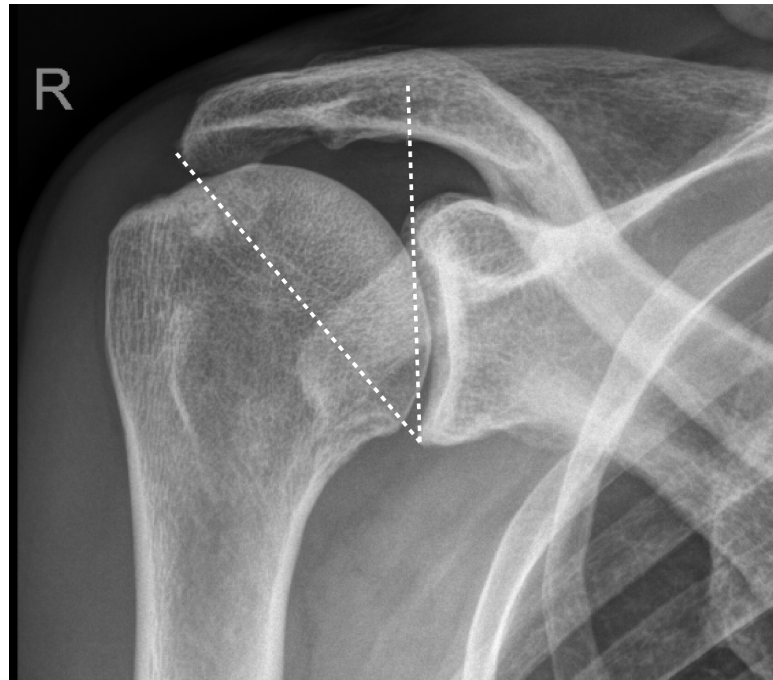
Darstellung der Messung des CSA im a.p.-Röntgenbild. Der Winkel liegt zwischen einer Linie die tangential zum oberen und unteren knöchernen Glenoidrand verläuft und einer zweiten Linie vom lateralsten Acromionpunkt zum unteren Glenoidrand.
